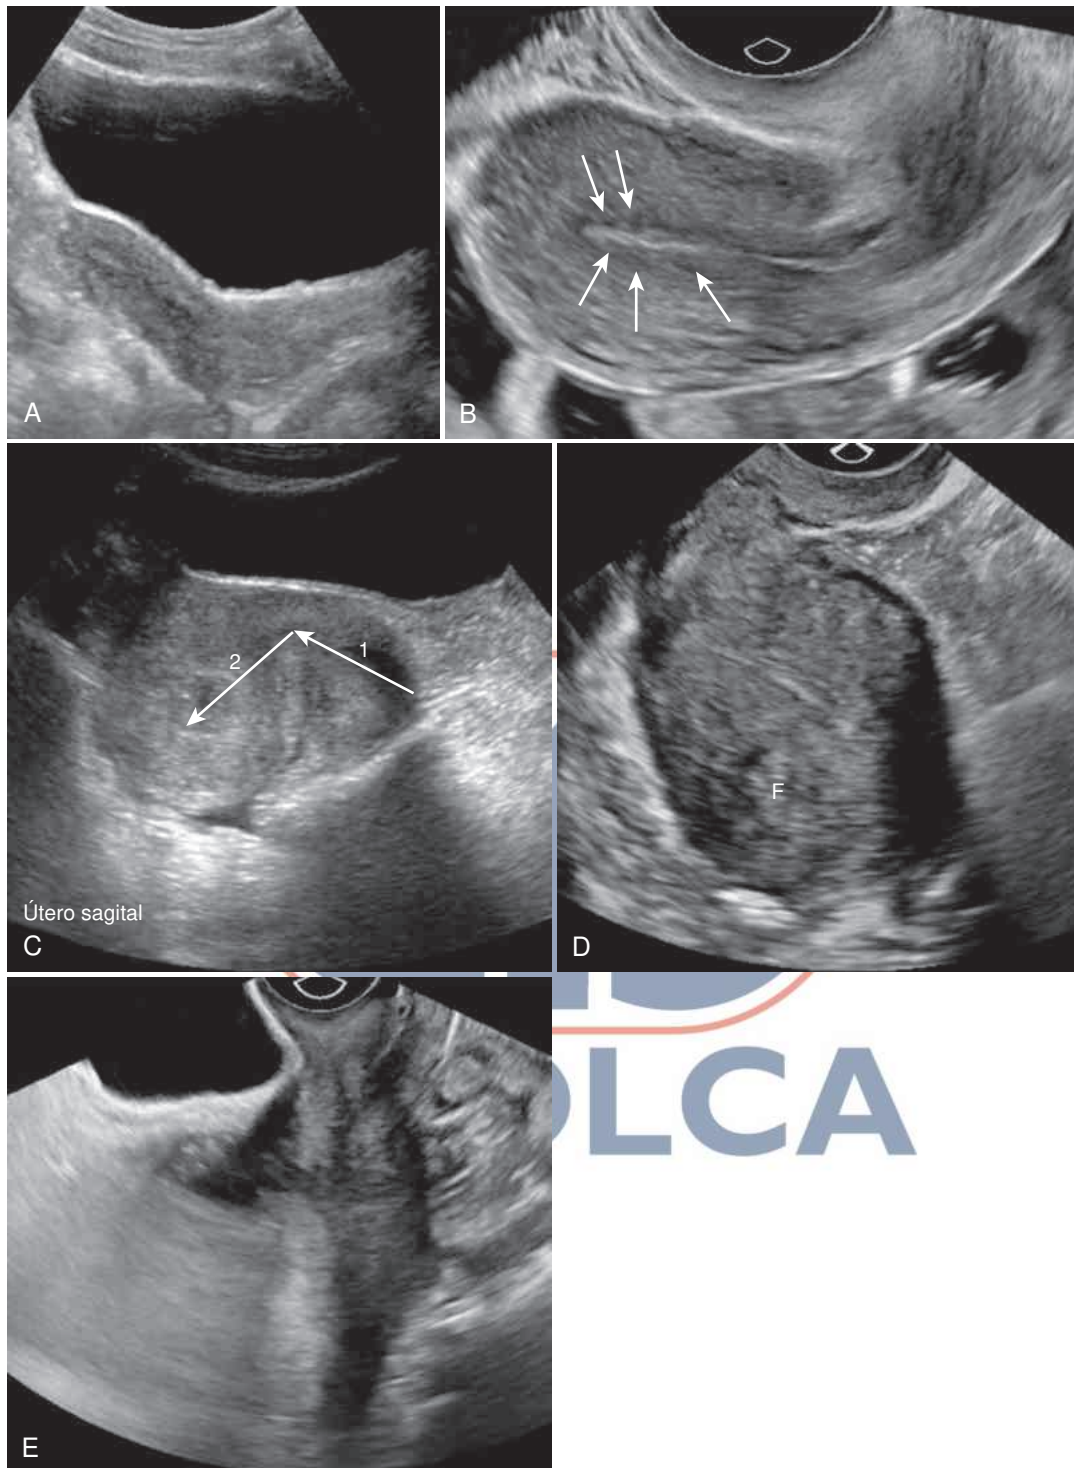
Posiciones uterinas en el plano sagital. (A) Posición antevertida, en anteflexión en la ecografía transabdominal (TAS). (B) Antevertido en anteflexión en la ecografía transvaginal (TVS). Obsérvense los múltiples fibromas intramurales diminutos (*flechas*) de extensión submucosa, que dan un aspecto festoneado al endometrio. (C) Posición retroflexionada antevertida. Obsérvese la posición del cuello uterino sobre la vagina (anteversión, *flecha 1*) y la posición del cuerpo del útero con respecto al cuello uterino (retroflexión, *flecha 2*). (D) Posición de retroflexión en TVS. Como no se puede ver la orientación del cuello uterino con respecto a la vagina, no se puede evaluar la versión del útero. El cuerpo uterino y el fondo del útero pueden verse mal con una posición uterina así, como en este caso. Obsérvese el fibroma (F) en el miometrio anterior. (E) Posición uterina axial en la TVS. El útero y el endometrio suelen verse mal en esta posición.
